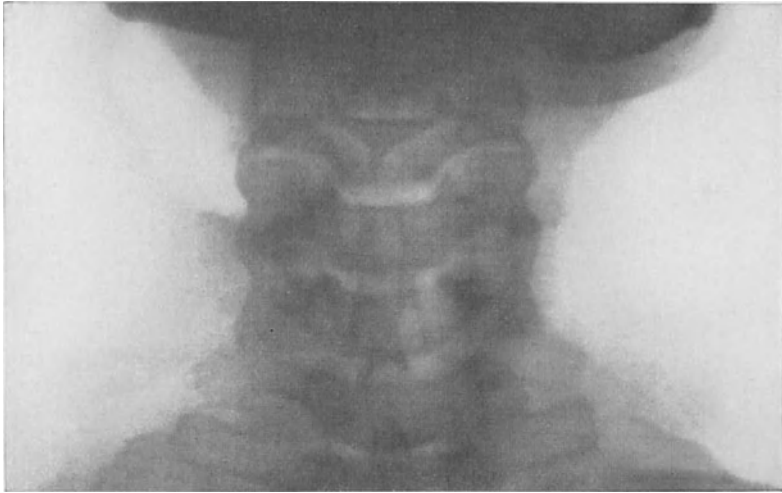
Röntgenbild. (Nach REICH.)
